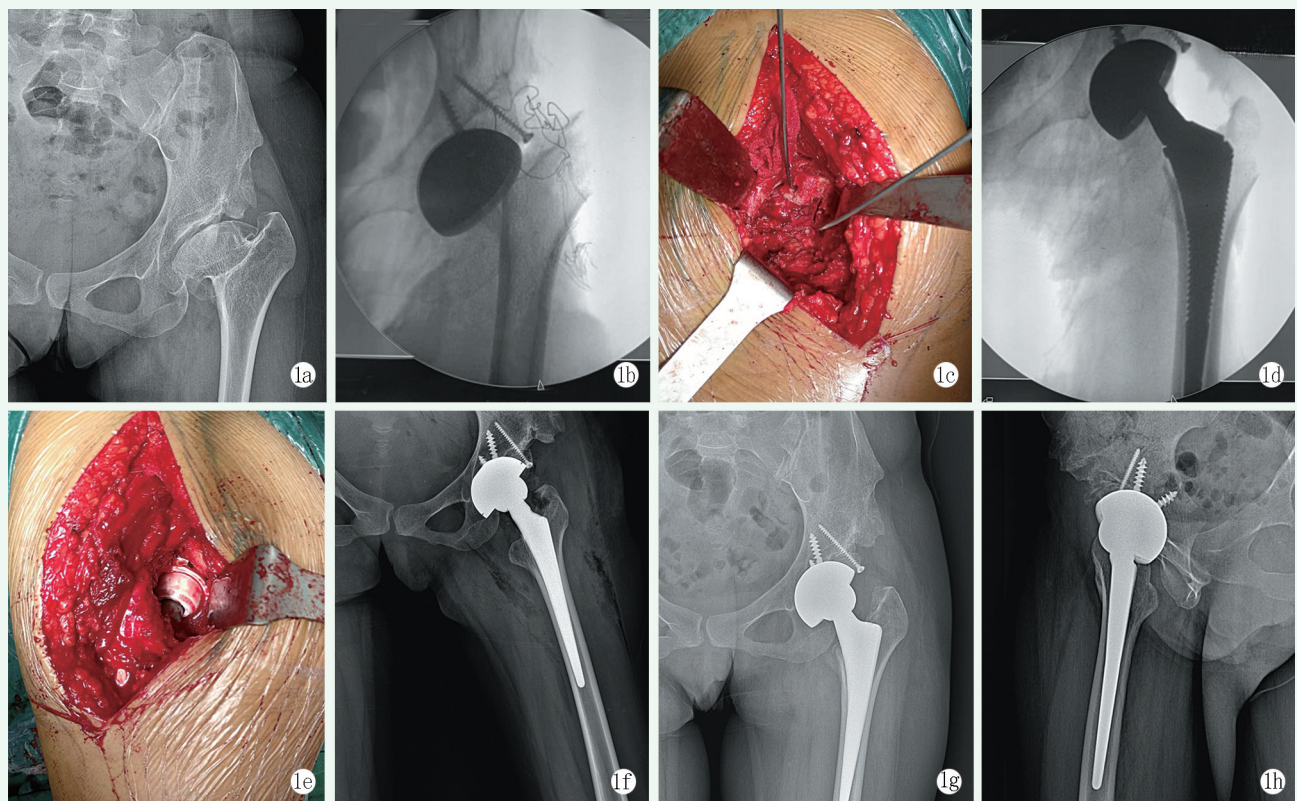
患者，女，35岁，以“左髋矫形术后27年，疼痛伴活动受限10余年”入院。入院诊断：左髋矫形术后继发髋关节炎并股骨头颈短缩畸形。择期行非短缩截骨的全髋置换术治疗 1a: 术前骨盆正位X线片示左髋呈扁平髋畸形，股骨头颈严重短缩 1b: 术中确定真性髋臼位置后锉磨髋臼，安装试模 1c: 术中用自体股骨头进行髋臼窝上缘植骨，使用2枚克氏针临时固定 1d: 术中安装短颈的股骨头试模后复位髋关节 1e: 软组织松解完成后，置入股骨柄与股骨头假体，复位髋关节 1f: 术后正位X线片示假体生物压配且初始稳定性好，旋转中心下移至正常位置 1g, 1h: 术后12个月髋关节正侧位X线片示假体位置良好，双下肢等长，假体无松动、下沉
